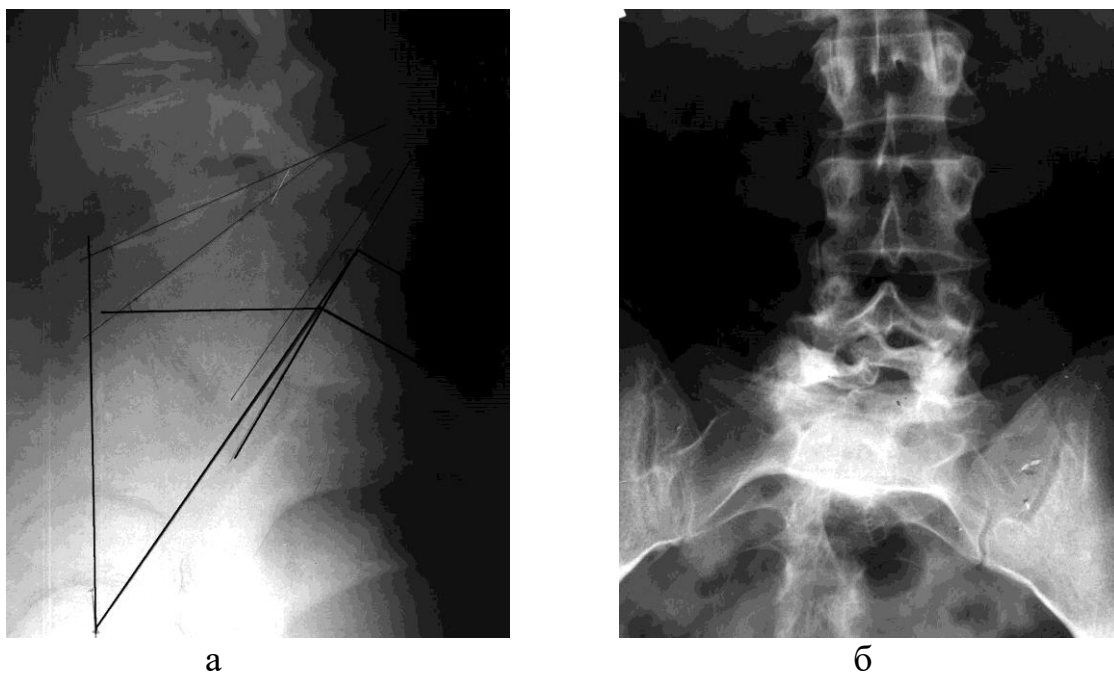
Рентгенограммы больной Федюк А.В. (и.б. №23819). Диспластический спондилолистез со стенозом позвоночного канала.
